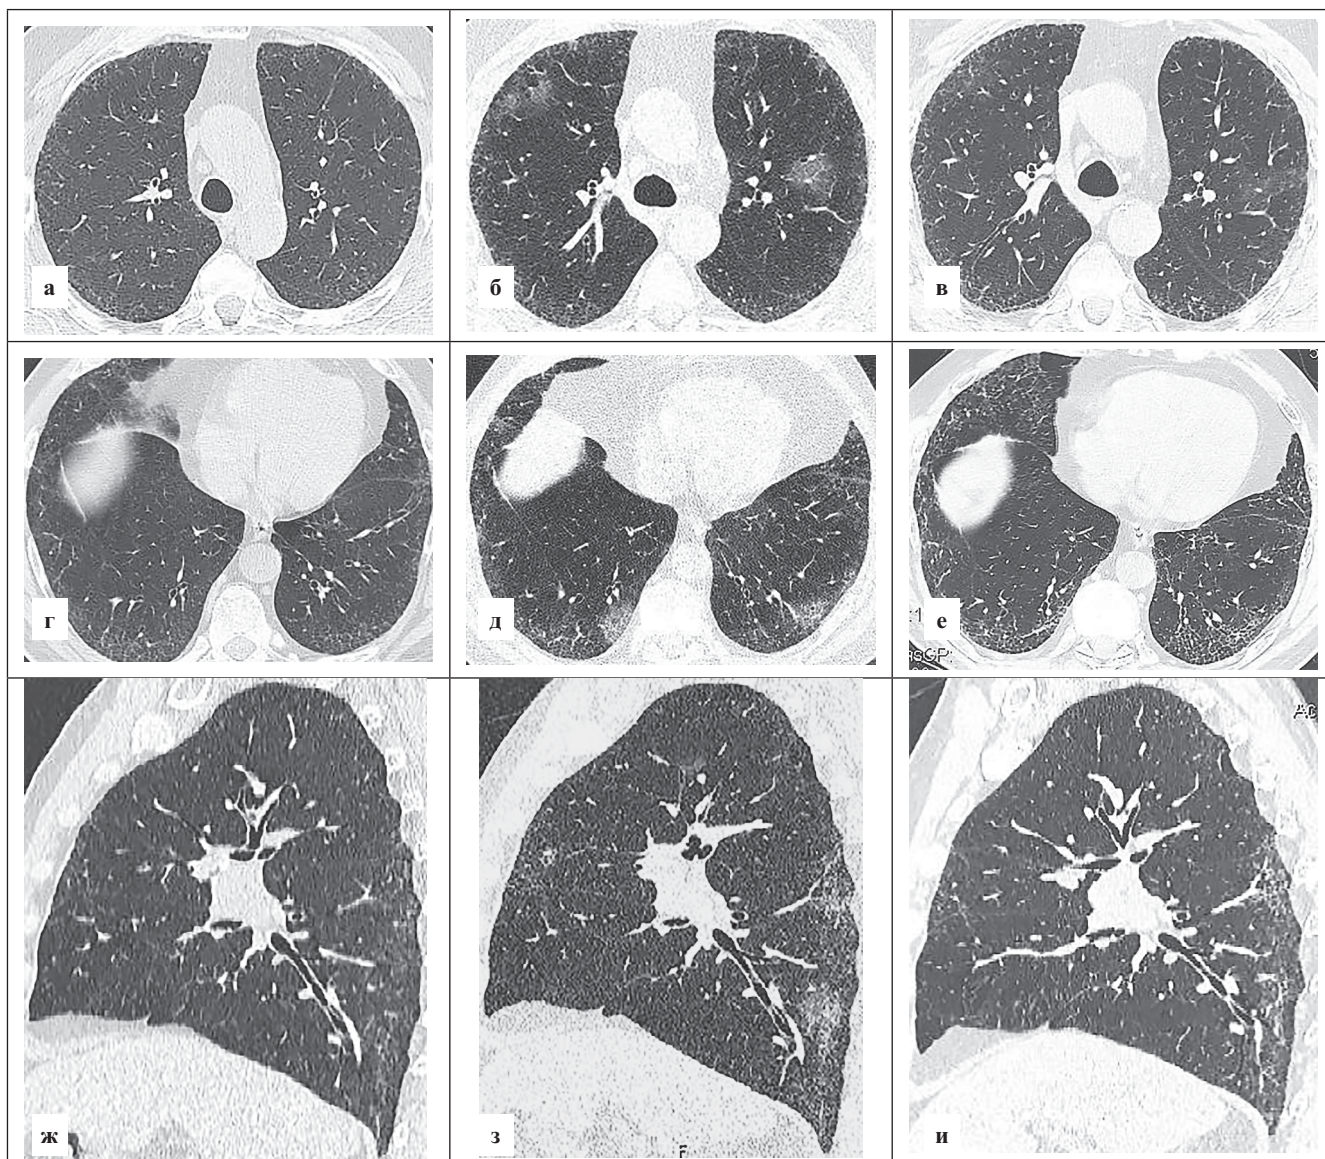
Компьютерная томограмма больного Р., 1960 года рождения. Пояснения в тексте
